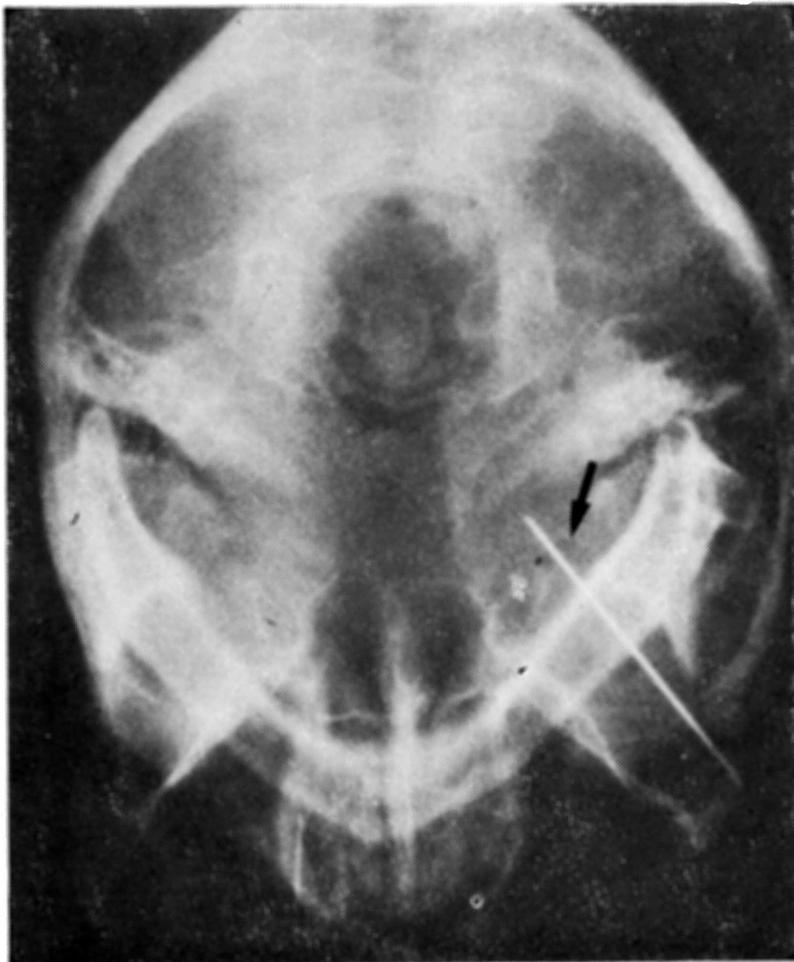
Radiografia simples de crânio em projeção submento-occipital mostrando a penetração do eletrodo através do forame oval (seta)
